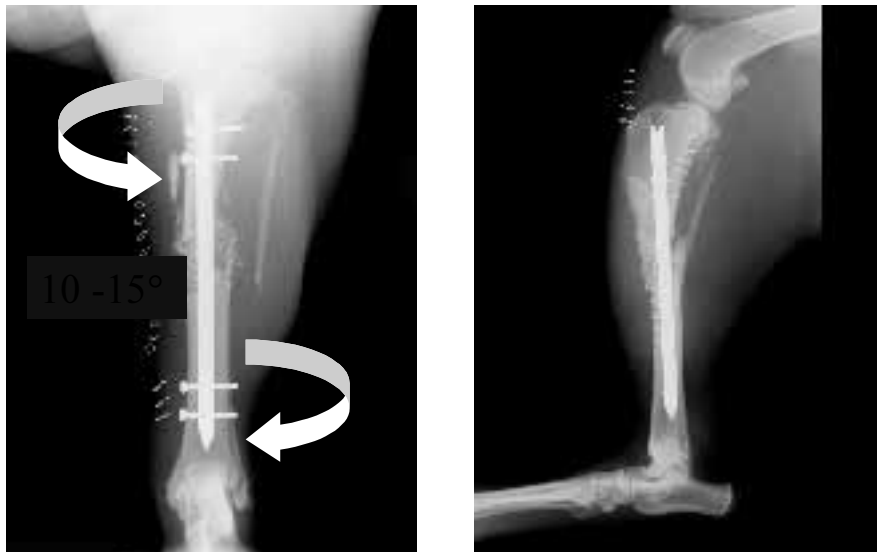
Anterior-posteriore (links) und medio-laterale (rechts) Röntgenaufnahme vier Tage *post operationem*. Die Hündin zeigte eine hochgradige Lahmheit. Eine Rotationsinstabilität von 10 bis 15° (weiße Pfeile) wurde an der operierten Tibia festgestellt.
